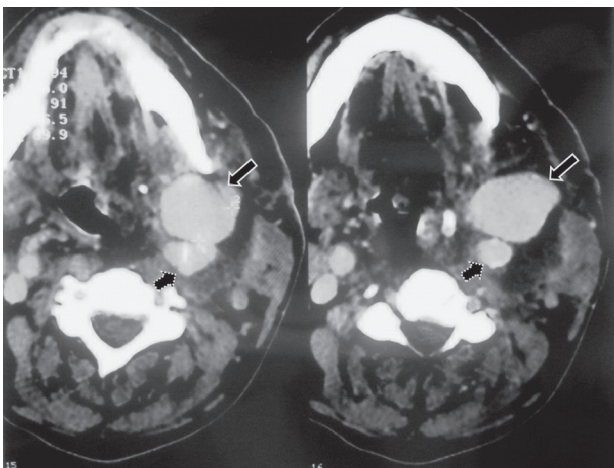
TAC del cuello con contraste por vía endovenosa, que evidenció un pseudoaneurisma (flecha continua) en la región yugulo-carotídea izquierda con desplazamiento de la vía aérea hacia la derecha. Carótida interna homolateral dilatada en el área de la endarterectomía (flecha punteada)
